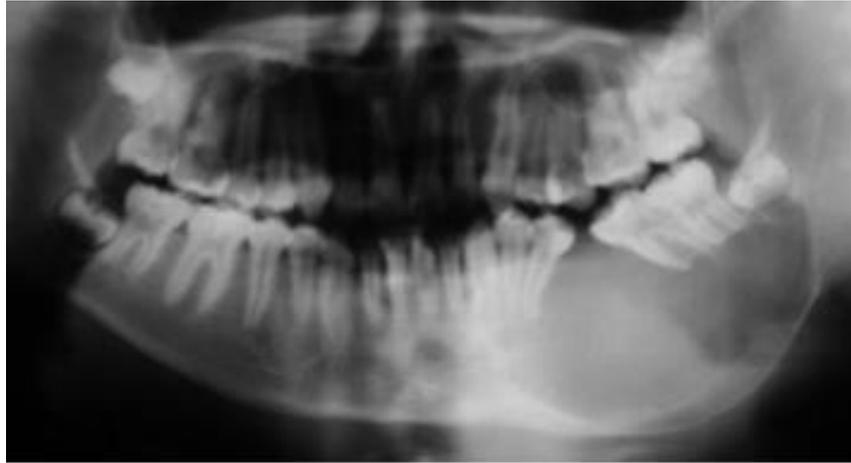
Ortopantomografía donde se observa una zona radiolúcida en cuerpo mandibular.
